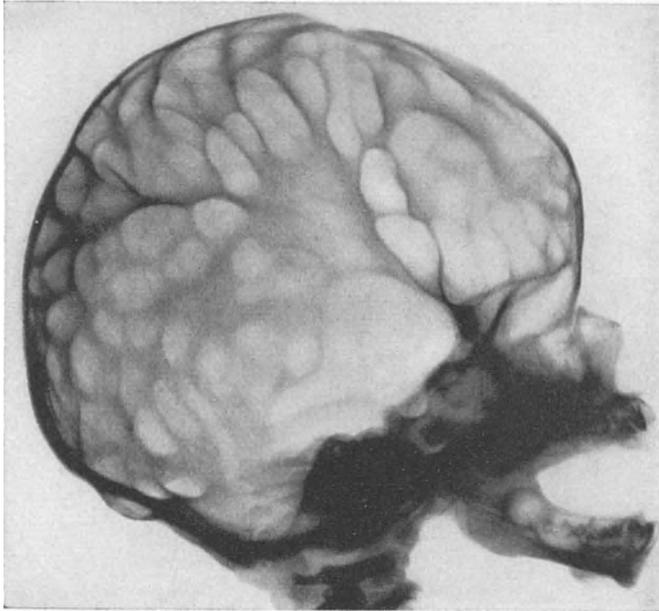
Röntgenbild eines hochgradigen Lückenschädels (24 Tage altes Kind, mit Rhachischis dorsolumbalis).
